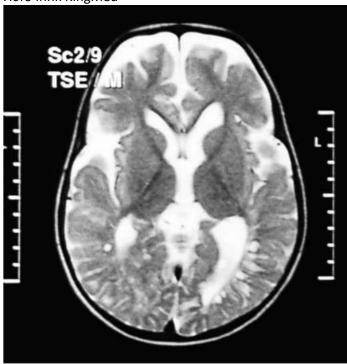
Магнитно-резонансная томография головного мозга при мукополисахаридозе I типа (синдроме Гурлер). Множественные кисты в области задних рогов боковых желудочков
